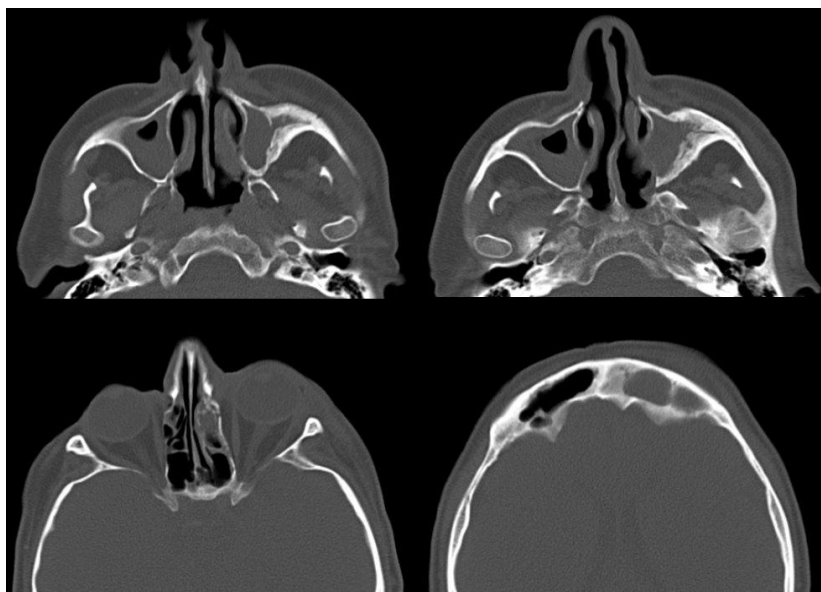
Двобічний гіперпластично-гнійний гайморит, лівобічний етмоїдит, фронтит, остеомієліт стінок лівої гайморової пазухи у хворого К., 55 років. Аксіальна СКТ.
